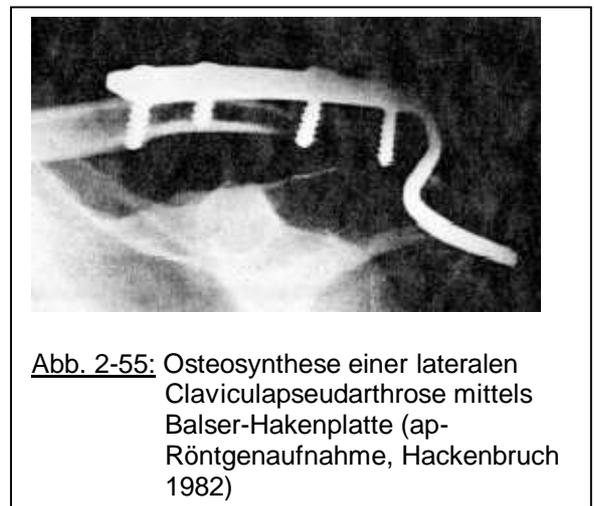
Osteosynthese einer lateralen Claviculapseudarthrose mittels Balser-Hakenplatte (ap-Röntgenaufnahme, Hackenbruch 1982)
